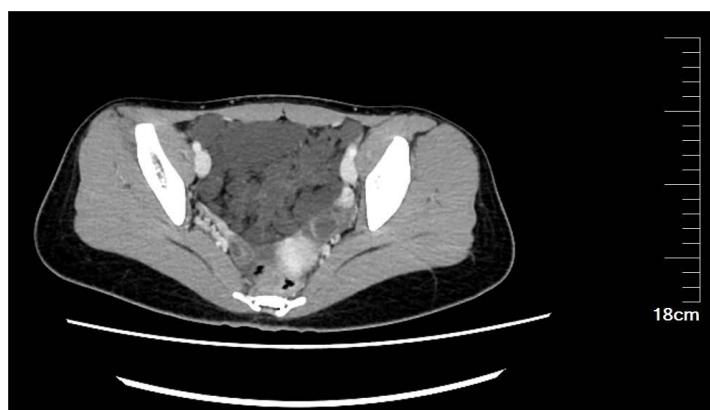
CT images of the mass in the patient's lower abdomen and pelvis
